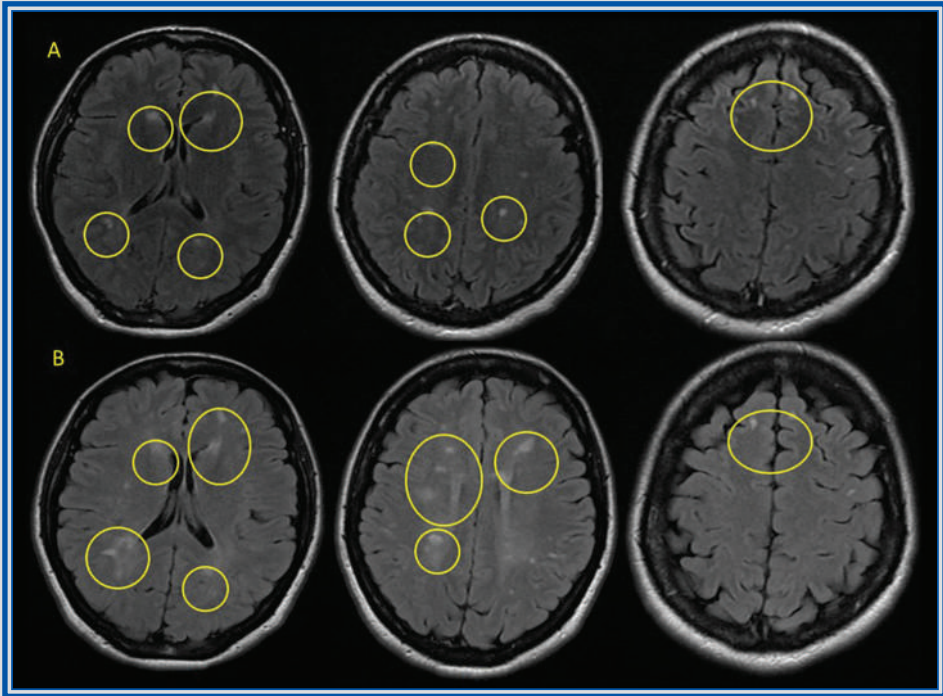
Capítulo 20. A) Cortes axiales en secuencias FLAIR, en paciente que acudió por diagnóstico de prolactinoma. Se identifican lesiones hiperintensas, de forma ovalada y redondeada, mayores de 3 mm de diámetro, a nivel yuxtacortical y periventricular (A), que en estudio de seguimiento a un año (B) presentó incremento en el número de lesiones.
